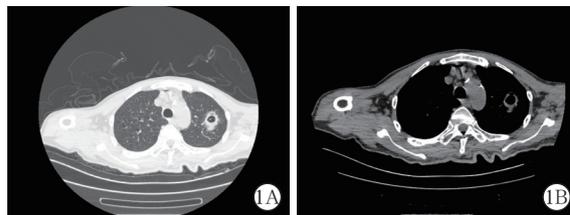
1 例男性 66 岁侵袭性蜂房哈夫尼亚菌空洞性肺炎并发肺脓肿、气胸患者入院时胸部 CT 检查 肺窗(A)、纵隔窗(B)示左肺上叶见类圆形空洞,大小约 3.0 cm×2.5 cm,壁厚薄不均,周围伴斑片状渗出影
